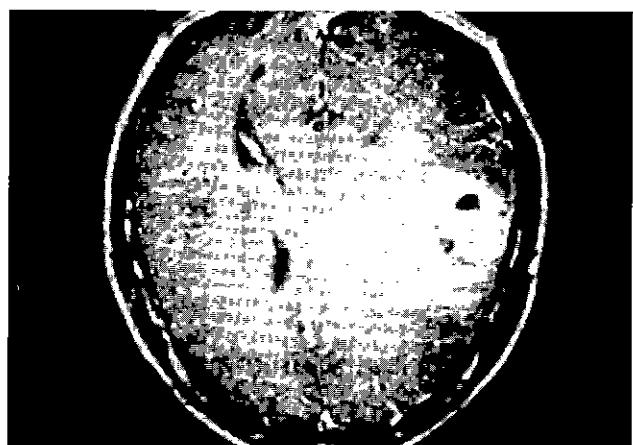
Brain magnetic resonance imaging showing newly developed tumor hemorrhage with midline shifting.
